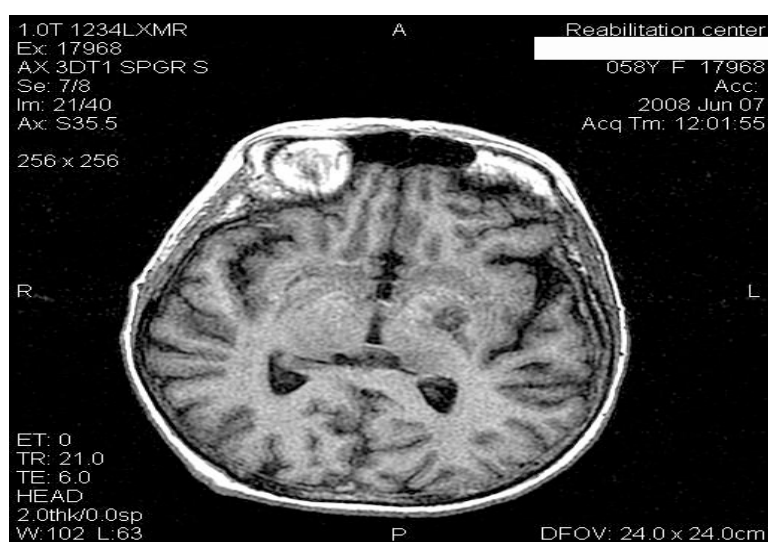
МРТ пациента после выполнения левосторонней паллидотомии
